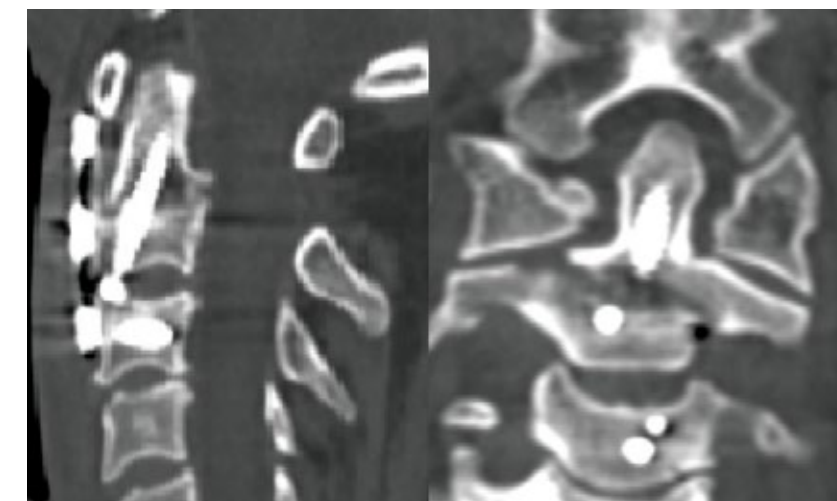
Сагиттальная и коронарная компьютерные томограммы после первой операции — состояние после репозиции и металлофиксации переломовывиха в C1-C2-сегментах.
